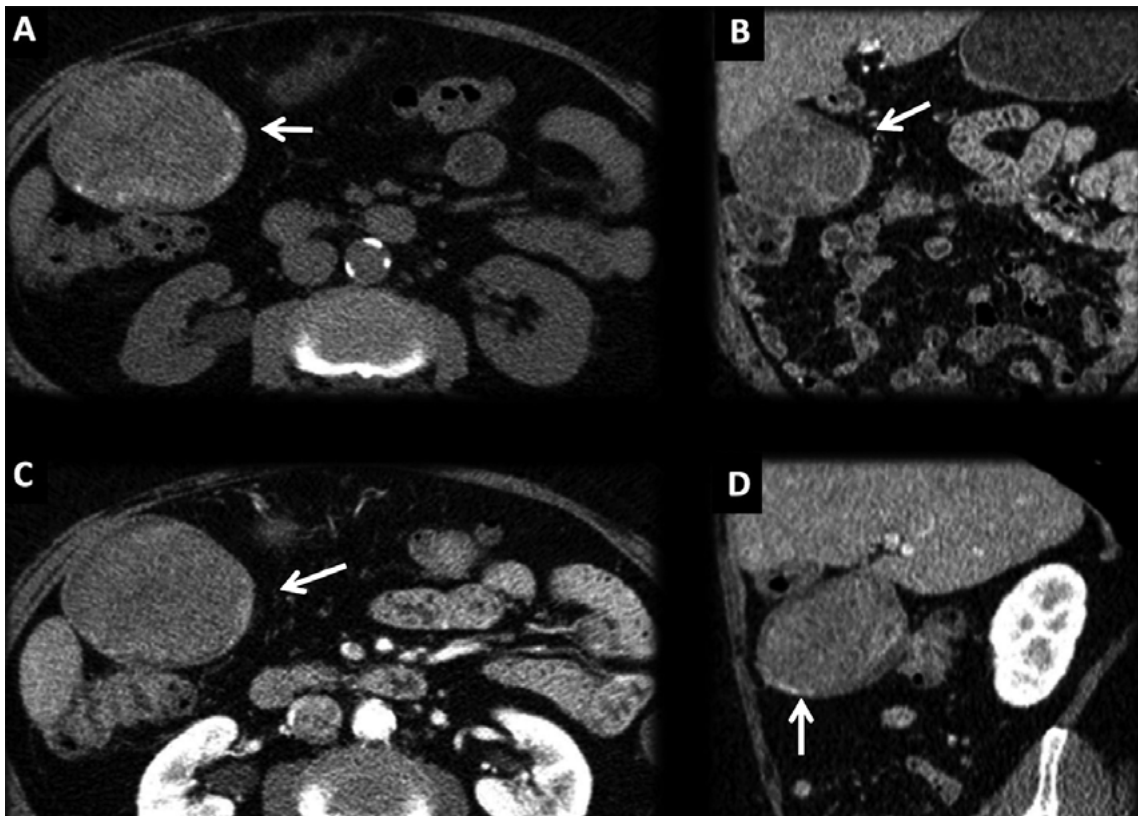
TC. (A) Corte axial sin contraste, (B) Corte axial fase arterial tardía, (C) MPR coronal, (D) MPR sagital. Masa intraperitoneal heterogénea (flecha) en lecho quirúrgico en paciente con antecedente de colecistectomía previa hace 20 años. Se observa leve realce periférico que representa tejido granulador, compatible con textiloma antiguo (crónico) con calcificaciones murales que imitan una neoplasia.
